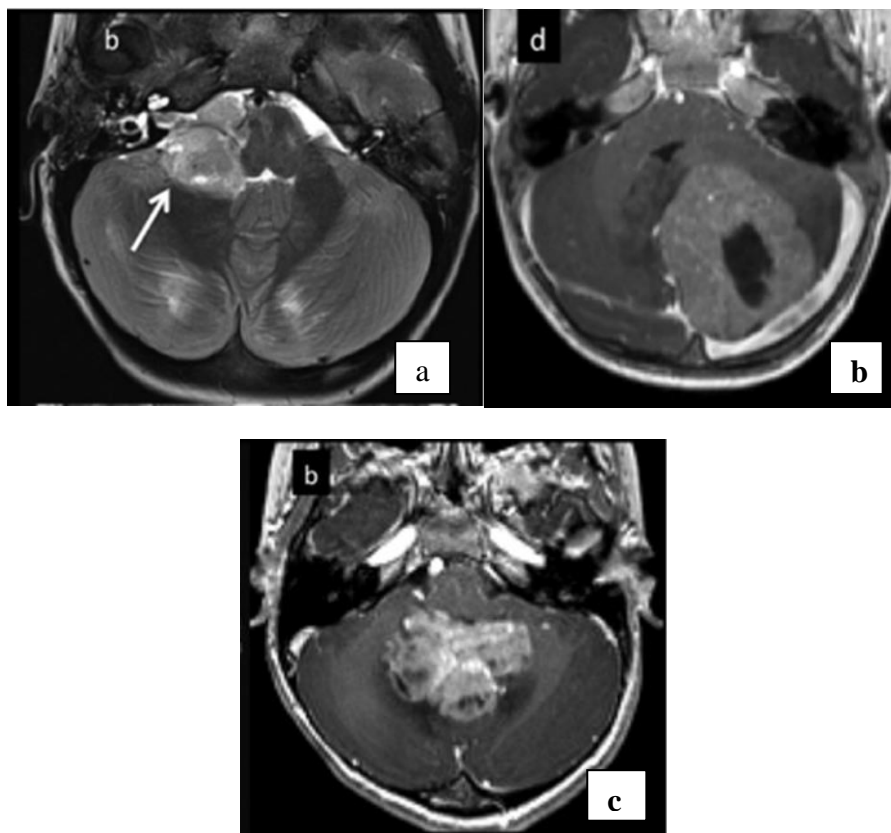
IRM coupe axiale de l'étage sous tentorielle, objectivant les différentes localisations des sous-groupes moléculaires du médulloblastome a) Le sous - groupe WNT, b) Le sous-groupe SHH, c) Le sous- groupe 3 et 4 [71].
